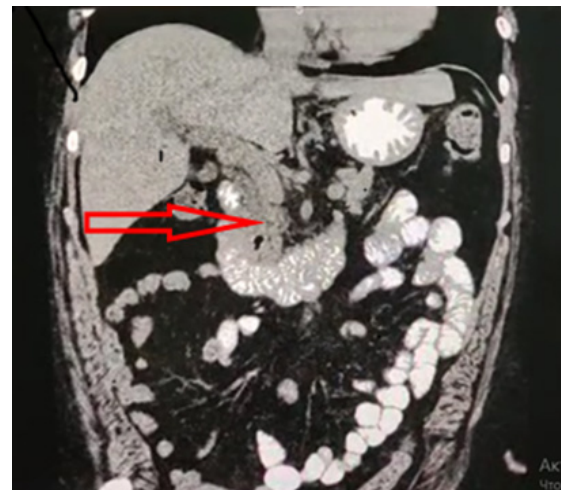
КТ органов брюшной полости с контрастом: визуализирована расширенная панкреатическая часть холедоха
